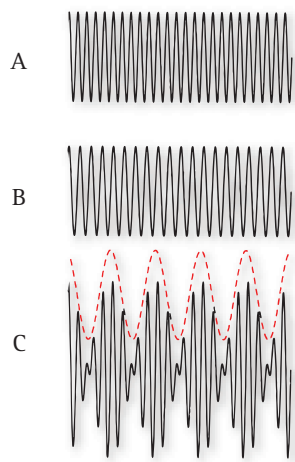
“FREQUENZA DI BATTIMENTO O BEAT FREQUENCY”. La figura illustra le tappe necessarie per generare un segnale Doppler. Il metodo usato nel CW per misurare il *Doppler-shift* è basato sul principio dell'interferenza e della modulazione di frequenza. Il ΔF convertito in segnale di RF ed amplificato, viene algebricamente sommato ad un segnale portante generato dall'oscillatore. (A) rappresenta un'onda continua di frequenza costante 25 Hz/s. (B) rappresenta un'onda continua di ritorno con frequenza di 20 Hz/s. (C) rappresenta l'onda complessa risultante dalla sommazione algebrica (interferenza) di (A) e (B). La frequenza di battimento o *beat frequency* (linea tratteggiata sull'onda complessa) corrisponde al ΔF ed in questo caso è pari alla differenza (5 Hz/s).
